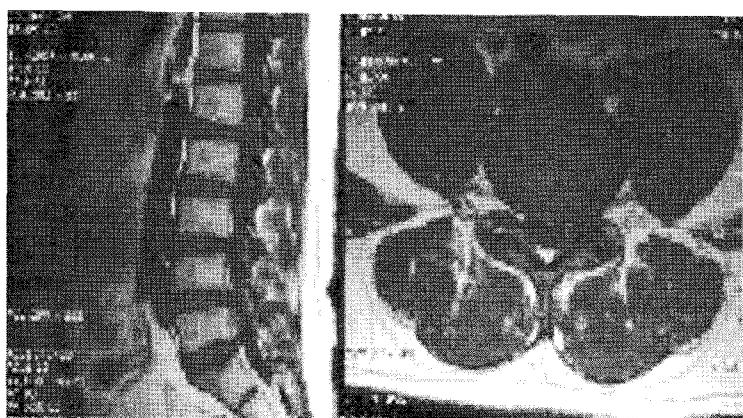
T2-weighted image with Bulging disc at L4-5
